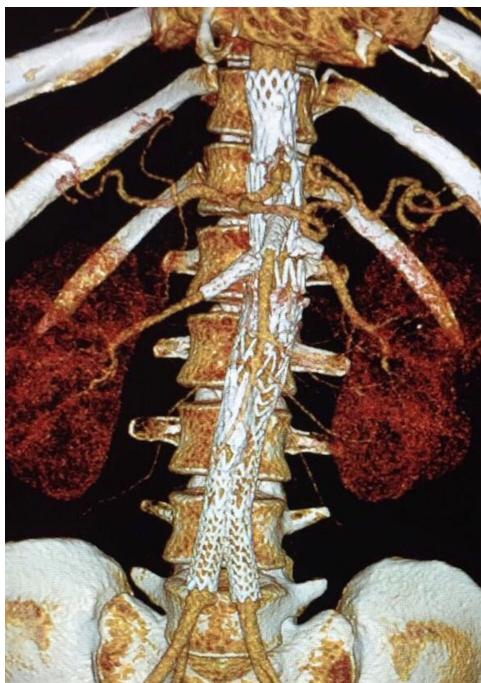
Reconstrução tridimensional da angiotomografia de controle do paciente após 6 meses de evolução.
